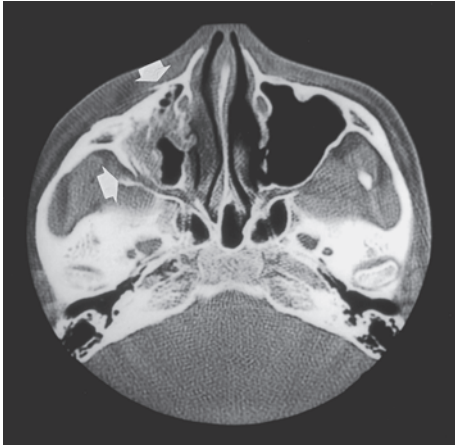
頬骨上顎骨骨折の水平断CT顔面の高さが失われ頬骨弓下のスペースが圧迫されている
